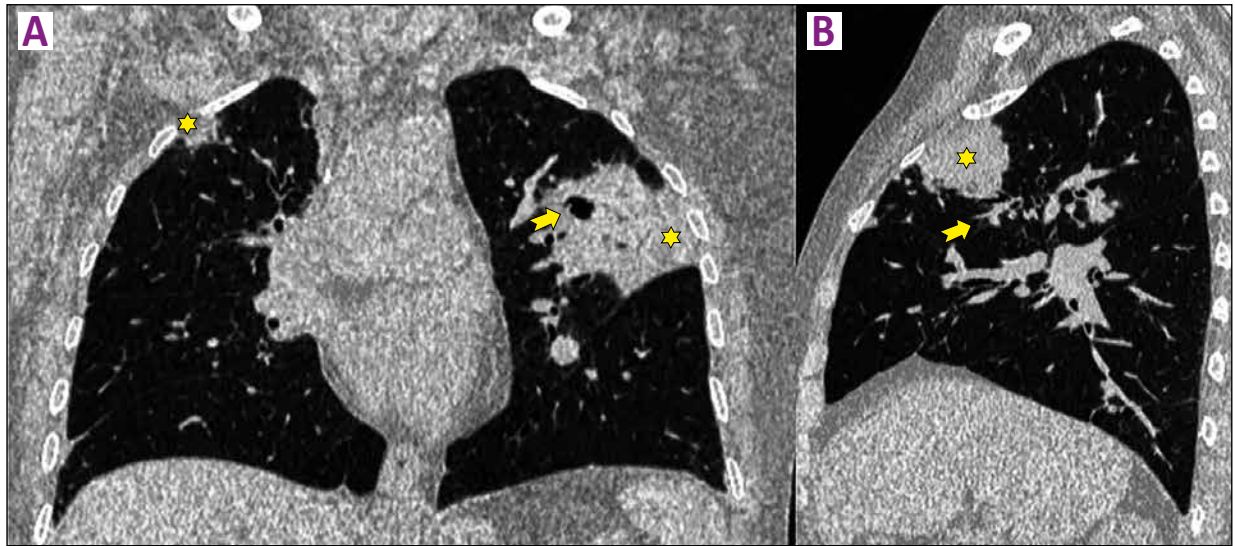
Tomografía de tórax, vistas coronal (A) y sagital (B). Consolidaciones subpleurales en ambos lóbulos superiores (estrellas), la mayor en el lóbulo superior izquierdo con pequeña cavitación y bronquiectasias asociadas (flechas).
